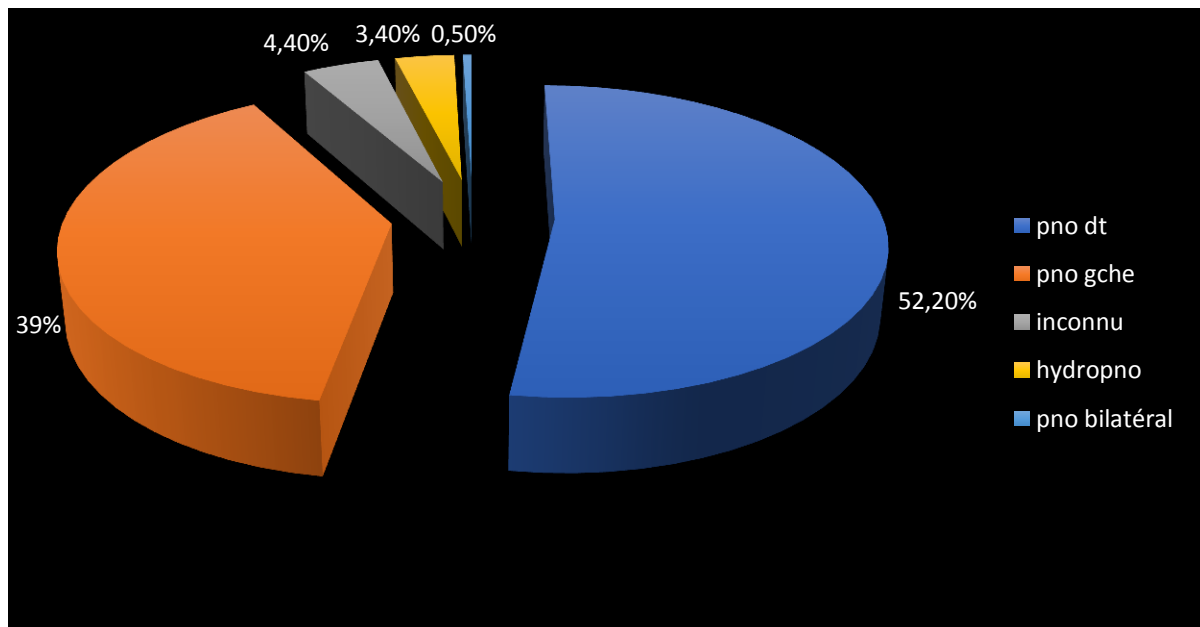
8 : Répartition des patientes selon les résultats de la Radiographie thoracique
